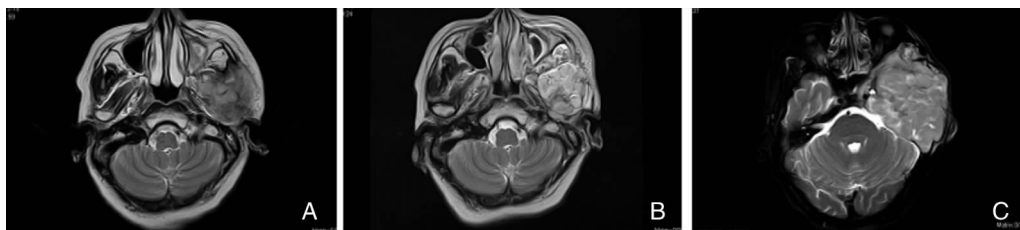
滑膜肉瘤 MRI 检查 A:术前 MRI 示左侧颞下窝见一边界清楚、强化明显的软组织肿块,大小约 4.0 cm × 3.5 cm;B:术后 4 个月 MRI 示肿瘤再次复发;C:再次手术后 5 个月复查 MRI 示肿瘤复发
